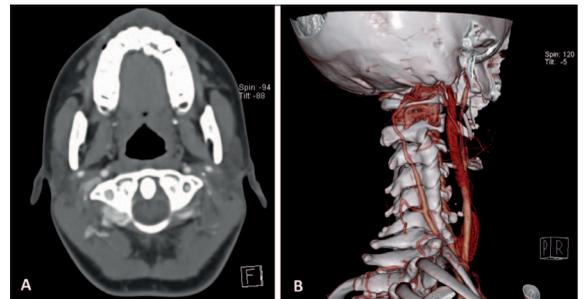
CT neck angiography. A: dilated vascular structures surrounding the right vertebral artery, probably related to arteriovenous fistula; B: three-dimensional reconstruction.
